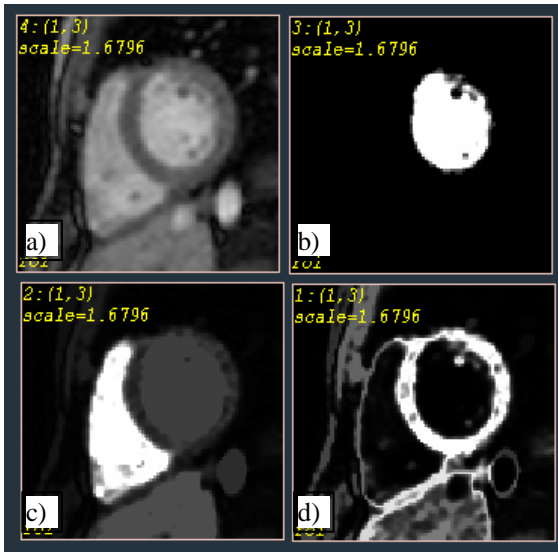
Exemplo de segmentação pelo critério da conectividade em uma imagem das câmaras cardíacas (a) através de RM (gradiente eco). Objetos classificados de forma “fuzzy”: b) VE; c) VD; d) miocárdio.
